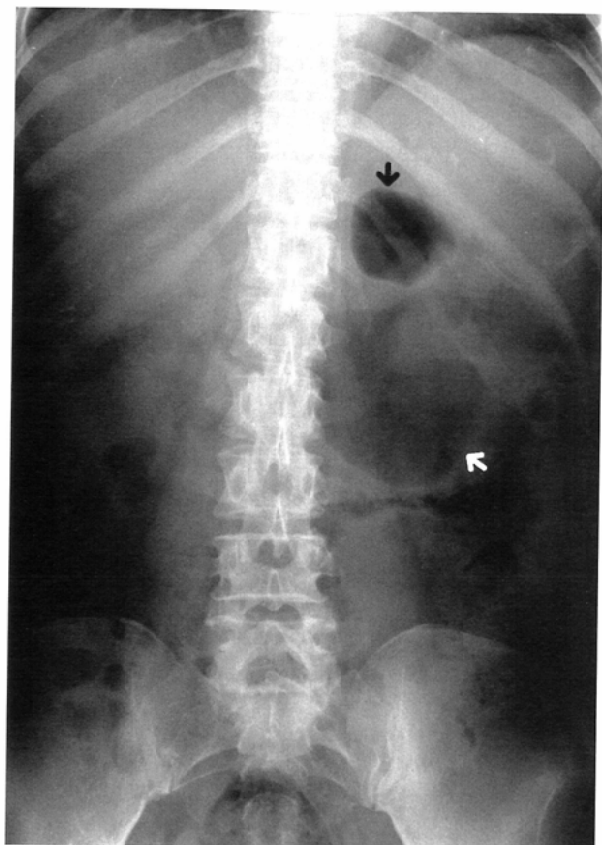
Supine abdominal X-ray demonstrates the abnormal round gas (black arrow) in the epigastrium. Air in the stomach (white arrow) is also noted.
